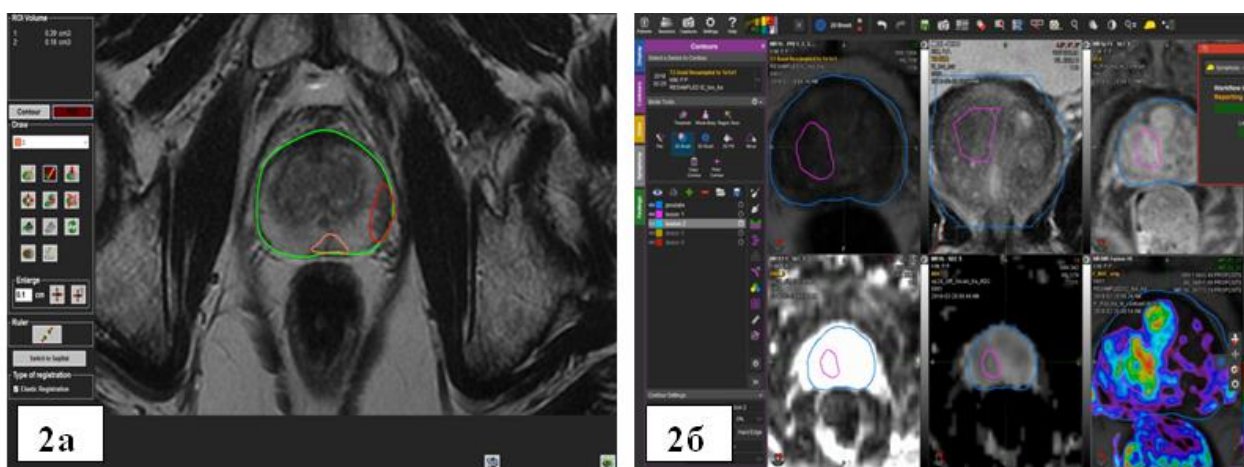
Разметка границ анатомических структур на серии МРТ сканов. На рисунке 2а в программе Biojet оранжевым и красным, а на рисунке 2б в программе MIM Symphony фиолетовым выделены участки подозрительные в плане РПЖ.
